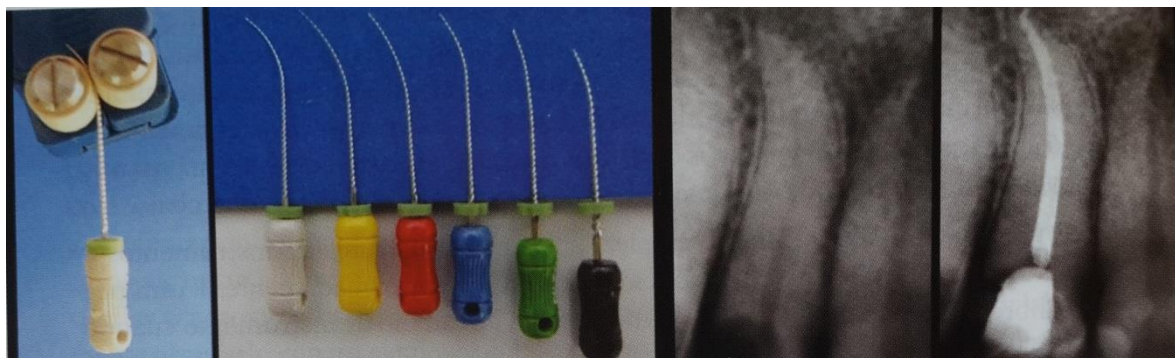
Instrumentos precurvados con un doblador de limas Flexobend (Dentsply-Mailefer). Radiografías: preoperatorio y posoperatorio de un incisivo lateral superior tratado con instrumentos manuales según se describió.
